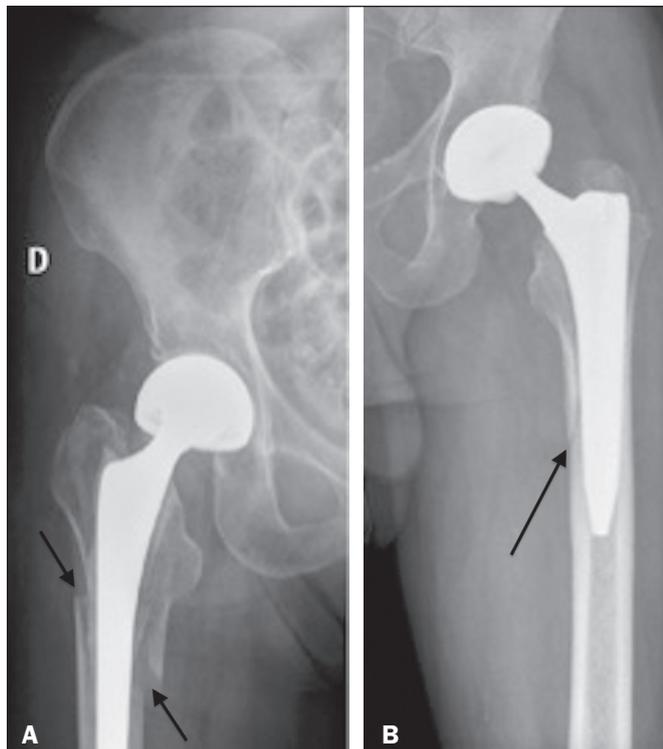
A: Radiografia anteroposterior do quadril direito mostrando fratura periprotética (setas) no componente femoral (Vancouver B1). B: Radiografia anteroposterior do quadril esquerdo demonstrando fratura cortical (seta) na margem medial do componente protético femoral (Vancouver B1).
